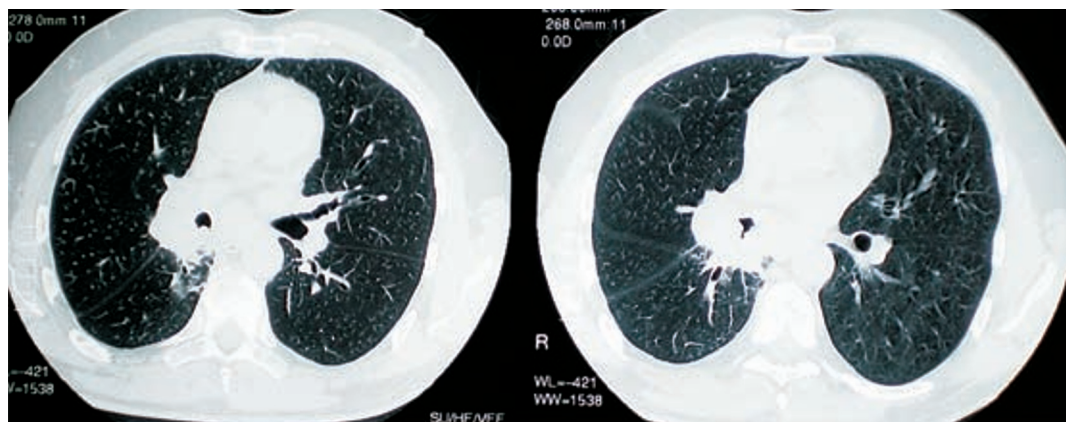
TAC toracoabdominal de 10/11/2004: Massa hilar direita
